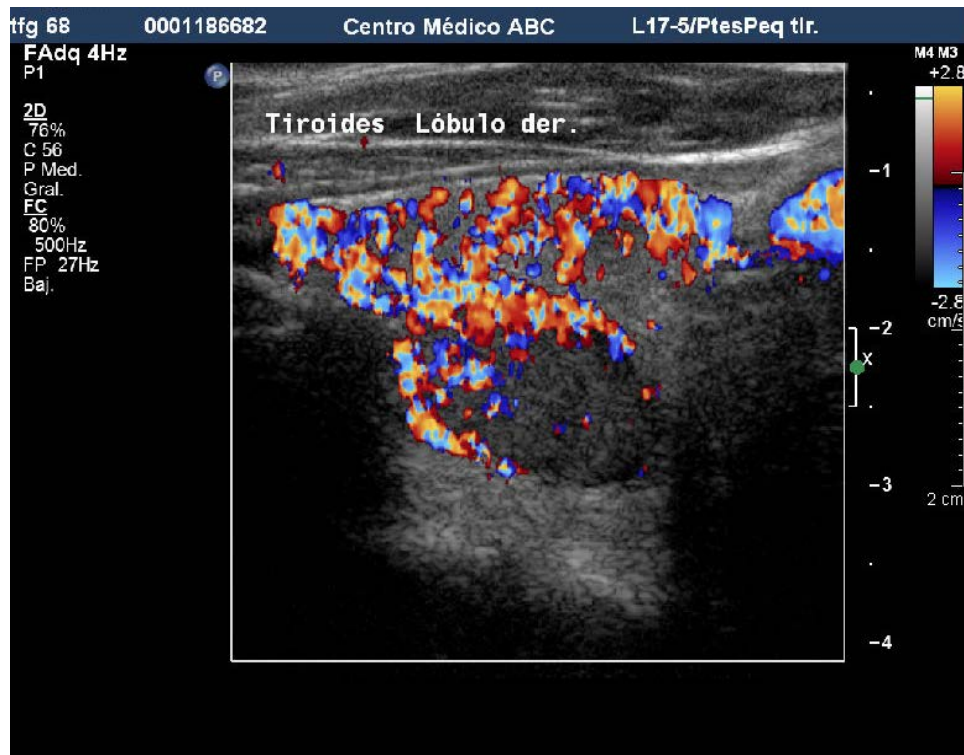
Lóbulo derecho de la tiroides con nódulo hipoecoico, de ecotextura homogénea y con presencia de vascularidad periférica a la aplicación de modo Doppler color.
